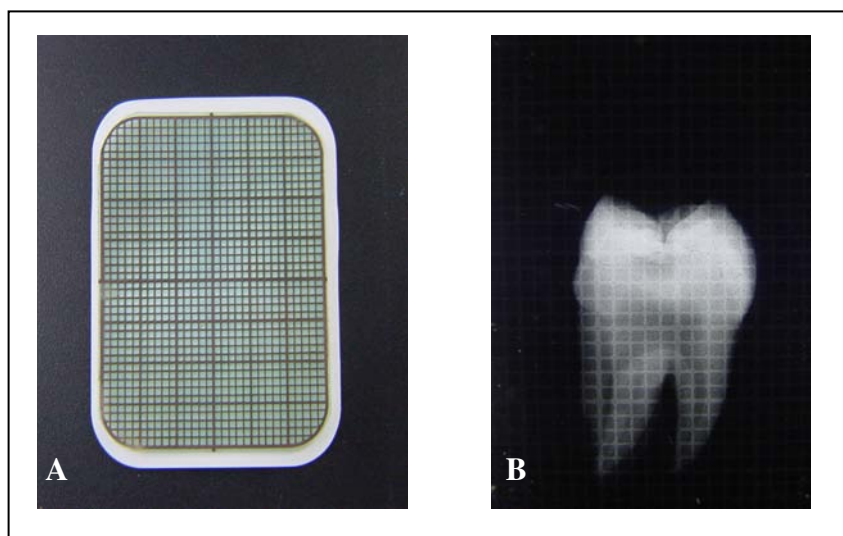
Seleção dos dentes: A) Filme periapical + Tela milimetrada; B) Radiografia padronizada: espessura mínima de 1mm de dentina entre a base da lesão de cárie e o teto da câmara pulpar.
